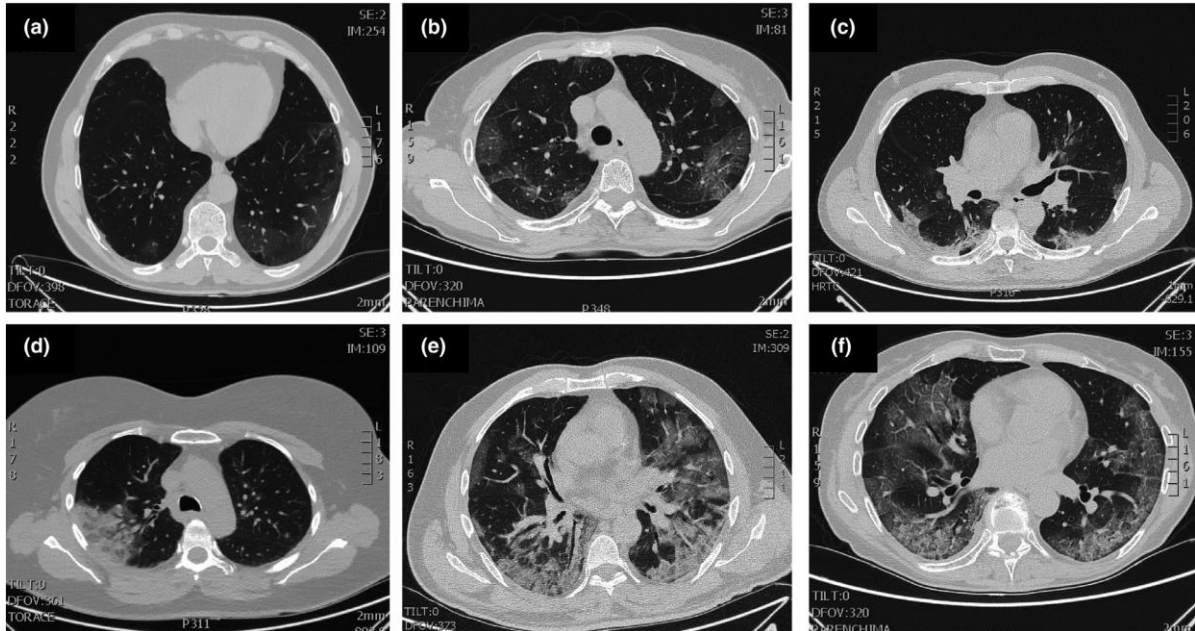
Padrões típicos da COVID-19 na imagem TC
